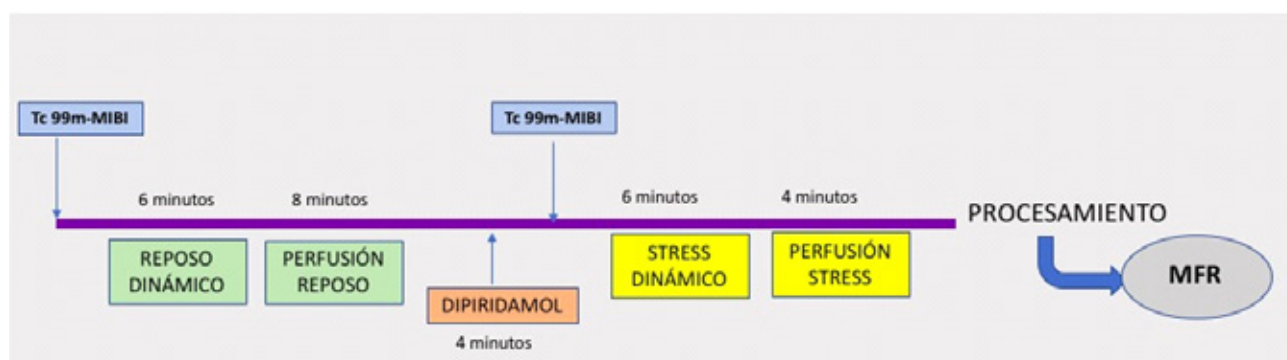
Protocolo de adquisición perfusión miocárdica y flujo de reserva miocárdica mediante CZT-SPECT con Tc99m-MIBI
